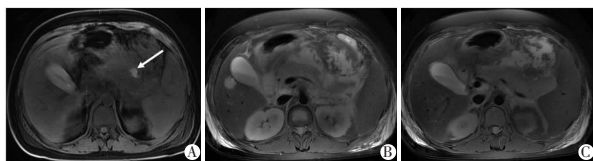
A-C. 女,29岁,10年前发作一次急性胰腺炎,本次发病6 d,为仅胰周坏死型RAP,MRI示胰周坏死性聚积伴少许出血(箭头)。
